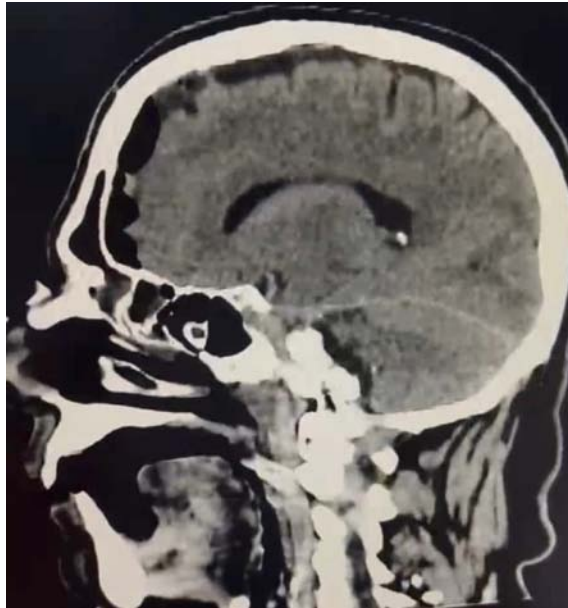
TDM coupe sagittale fenêtre osseuse objectivant une fracture embarrure de l'étage antérieure avec pneumocéphalie en rapport avec une brèche ostéo-méningée.
